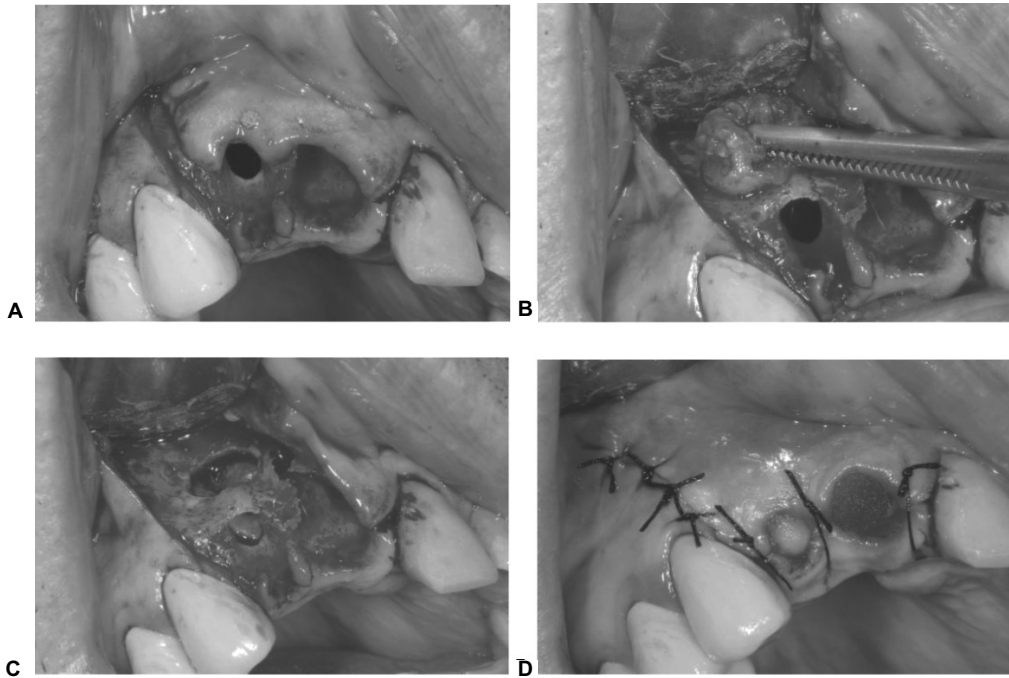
Abordaje de tres esquinas o semineuman empleado para retirar una lesión apical y dos restos radiculares. En este caso, la incisión liberatriz se prolonga más allá de la encía insertada para poder dar un adecuado acceso a la región periapical (A). Se retira la lesión (B). Nótese cómo el defecto óseo queda alejado del sitio de la incisión liberatriz como resultado de una adecuada planeación (C). Posteriormente se reposicionó el colgajo en su lugar original y se sutura con puntos aislados (D).
